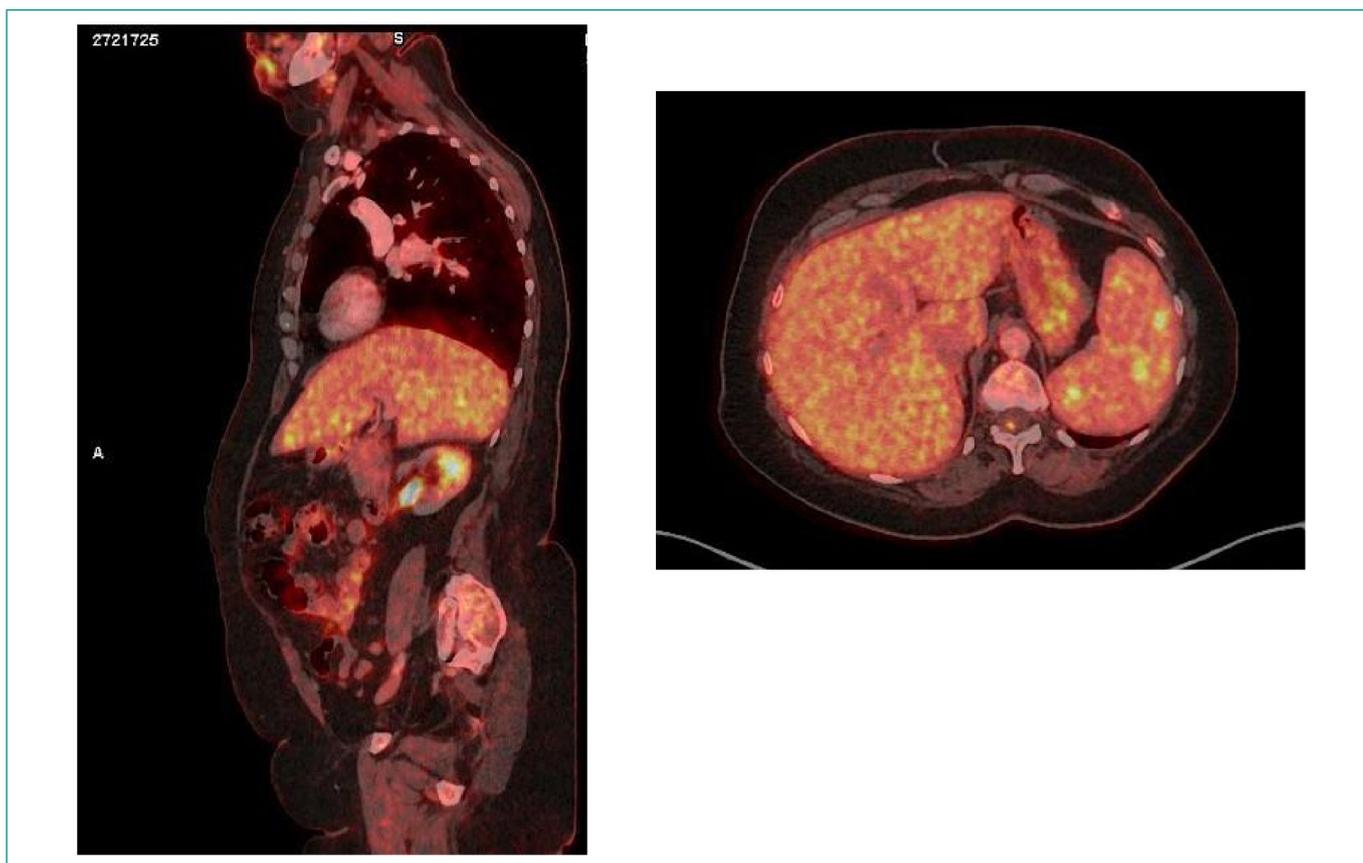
PET-TC con ^{18}F -FDG. Múltiples nódulos pulmonares con captación de FDG. Depósitos de FDG hepáticos con SuvMax de 15,4. Granuloma hepático puntiforme. Esplenomegalia con múltiples LOES que captan FDG. En polo anterior esplénico hay una imagen de baja atenuación de 10 cm sugerente de infarto. Depósitos de FDG en adenopatías retroperitoneales.
